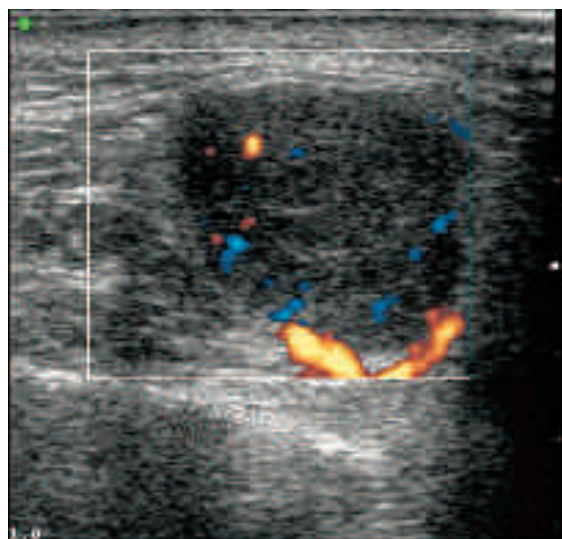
Adenoma pleomorfo. Nel parenchima parotideo si evidenzia una formazione nodulare solida ipoecogena a contorni ben delimitati. Al power-Doppler il nodulo presenta una vascolarizzazione prevalentemente periferica con evidenza di un polo vascolare.
